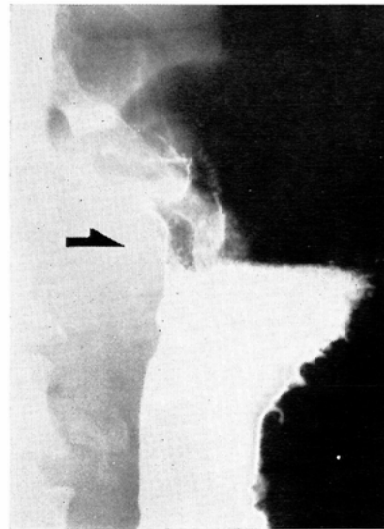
Filling phase in upright position. Case I. Roentgenogram shows an irregular tumor mass at the lower end of the esophagus and the lesser curvature below the cardiac orifice.
